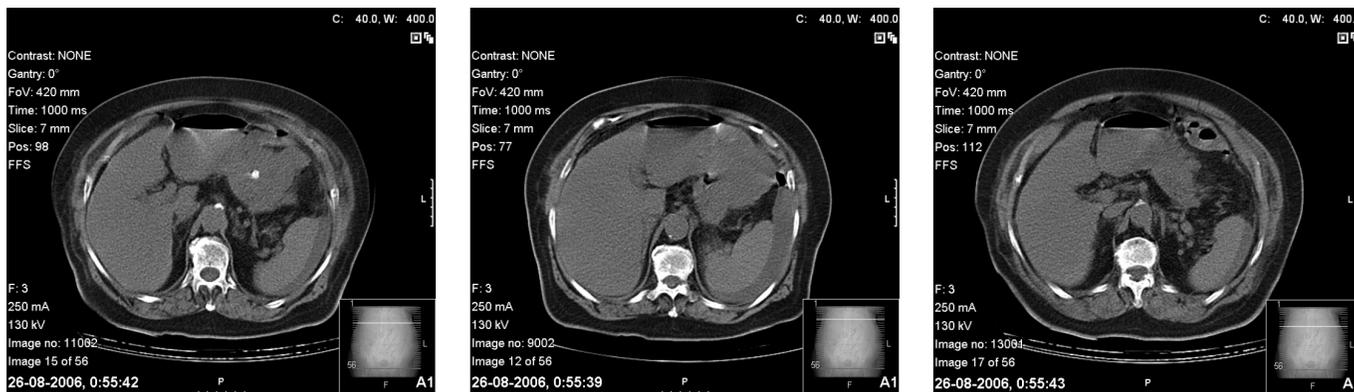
TC abdominal demonstrando a presença de ar livre intraabdominal e presença de pequena quantidade de líquido livre periesplênico.
